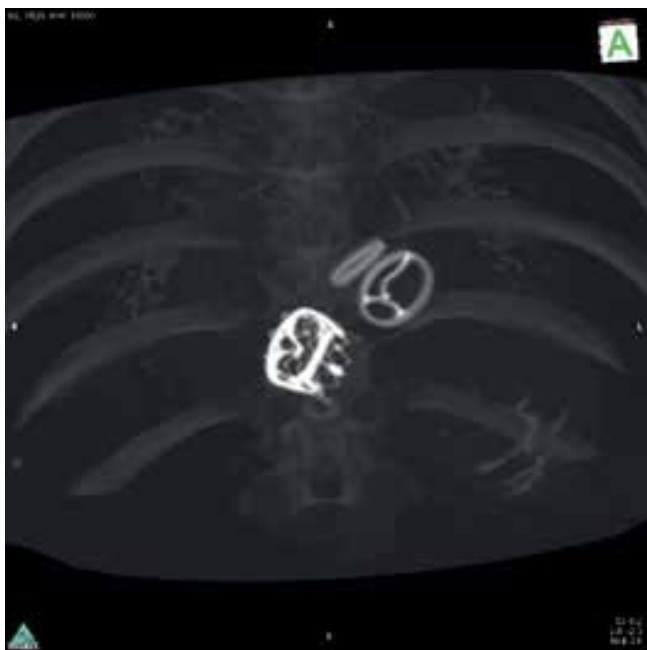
Мультиспиральная компьютерная томография пациентки № 1 после TVIV.
